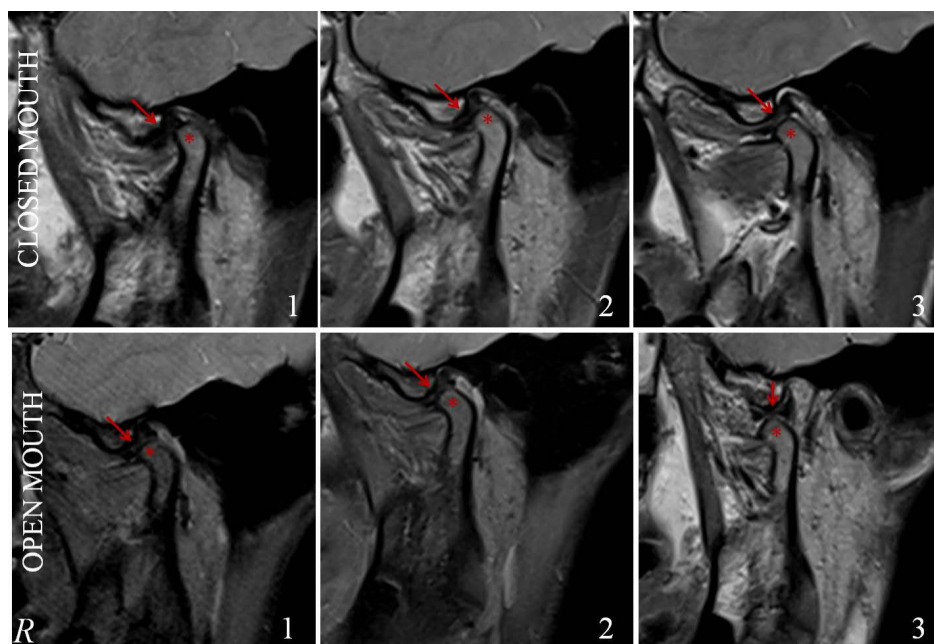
МРТ правого СНЩС пацієнтки К. 37 р., іст. хв. № 45.
